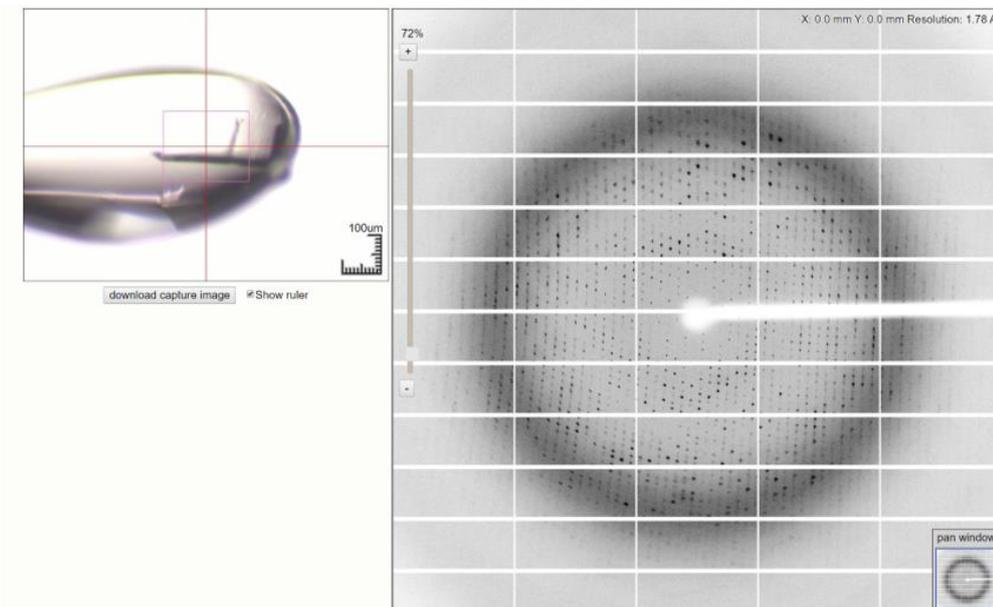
乳酸菌由来 GAPDH の糖鎖ソーキング結晶及びX線回折像
